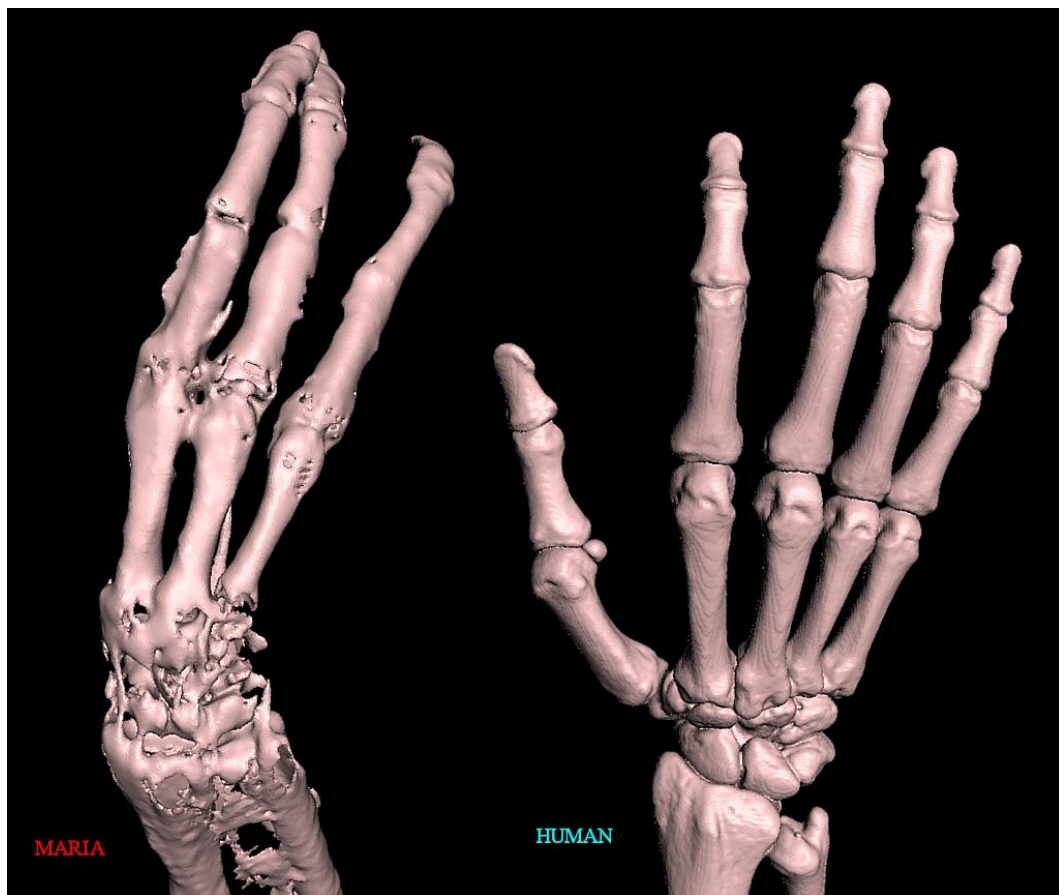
TC 3D de la mano derecha de “Maria” comparada con una mano humana. Nótese la marcada diferencia en tamaño, forma y proporción de los huesos de la muñeca y de los dedos.
